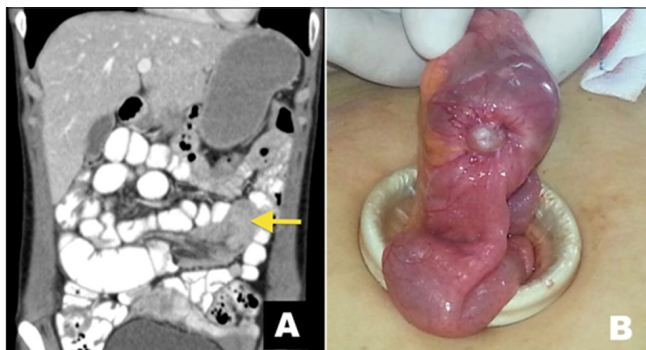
Linfoma de íleon de una paciente de 48 años con dolor abdominal severo. A) Corte axial de TC de abdomen y pelvis con contraste que evidencia una invaginación entero-entérica. Nótese el engrosamiento parietal que se realza con el contraste intravenoso. B) Pieza quirúrgica de un asa de íleon que muestra una lesión parietal con importante componente exofítico ulcerado (flecha).
